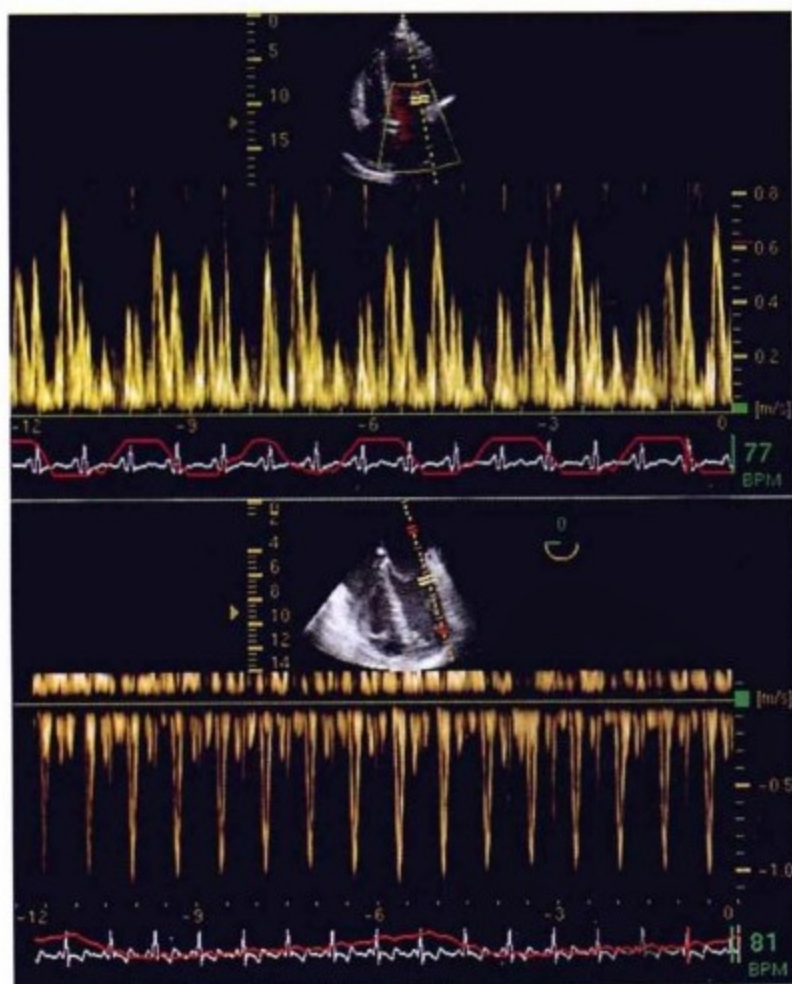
显示二尖瓣血流情况。上图为经胸超声心动图，下图为经食管超声心动图。经胸超声心动图显示舒张早期二尖瓣血流速度随呼吸变化明显，符合缩窄性改变。经食管超声显示正压通气状态下血流速度变化消失。
